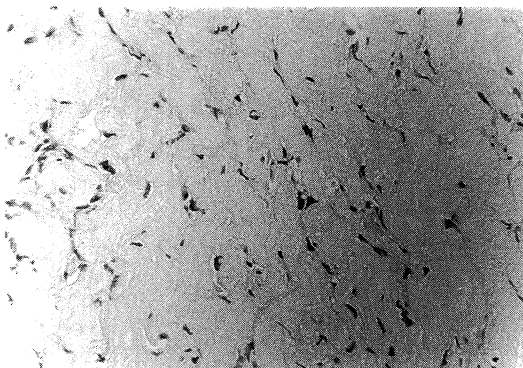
The CT-guided biopsy from the mediastinum showed hyalinized fibrotic tissue with scattered spindle cells ($\times 400$).
